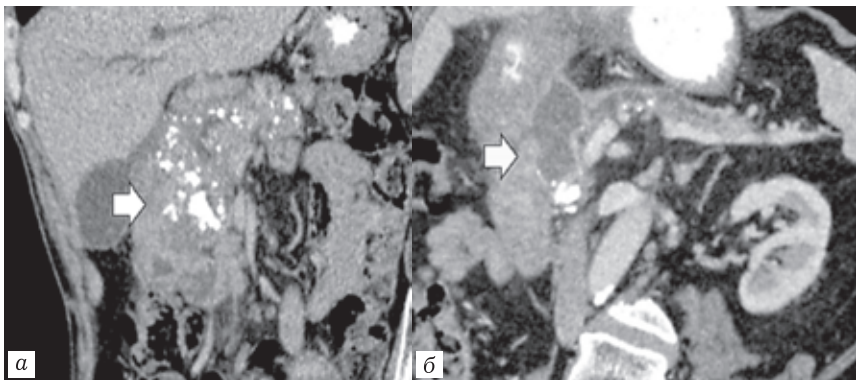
Компьютерные томограммы: *a* — мультипланарная реконструкция в коронарной проекции в портальную фазу. Кальциноз паренхимы, вирсунголитиаз (стрелка); *б* — мультипланарная реконструкция в коронарной проекции в портальную фазу. Ретенционная киста головки поджелудочной железы (стрелка), признаки панкреатической гипертензии
